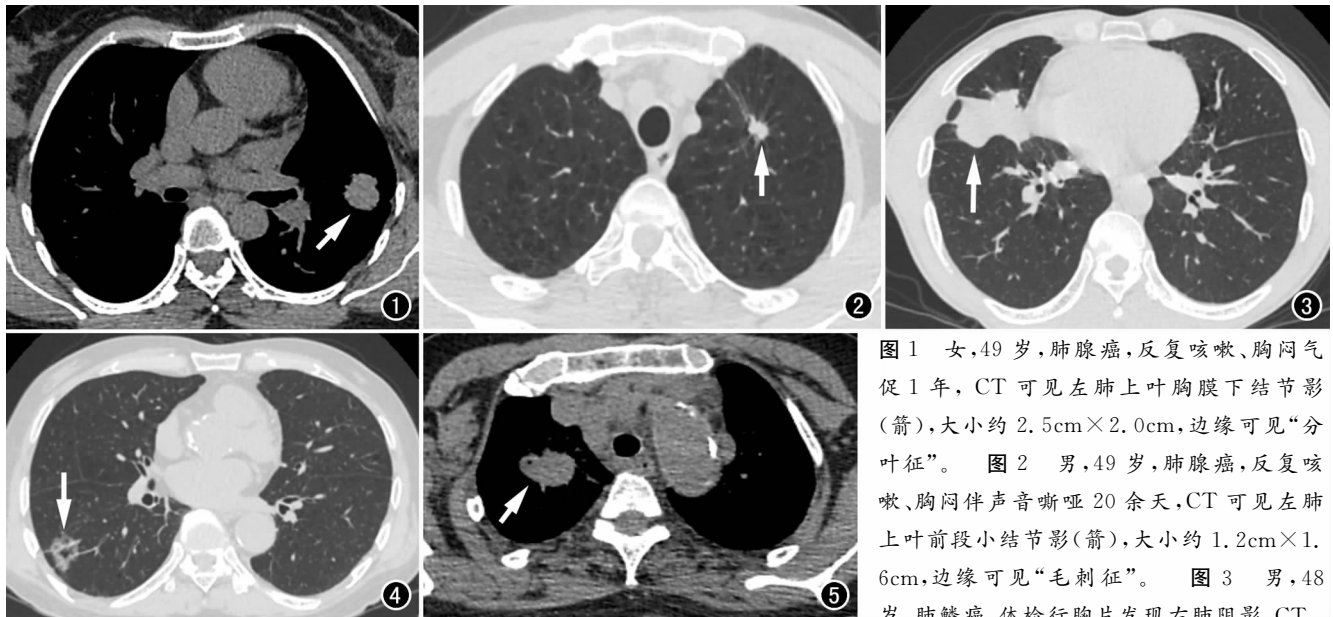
女,49 岁,肺腺癌,反复咳嗽、胸闷气促 1 年,CT 可见左肺上叶胸膜下结节影(箭),大小约 2.5cm×2.0cm,边缘可见“分叶征”。 图 2 男,49 岁,肺腺癌,反复咳嗽、胸闷伴声音嘶哑 20 余天,CT 可见左肺上叶前段小结节影(箭),大小约 1.2cm×1.6cm,边缘可见“毛刺征”。 图 3 男,48 岁,肺腺癌,体检行胸片发现右肺阴影,CT
